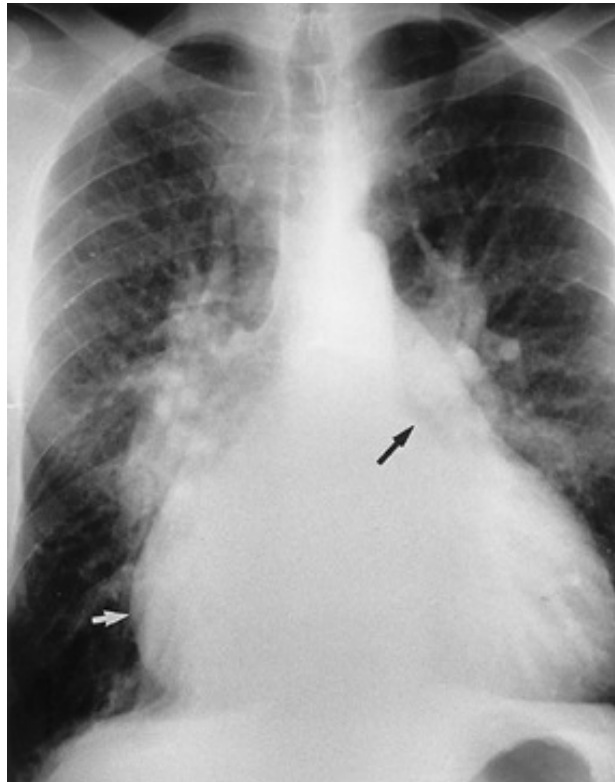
Radiographie thoracique de face montrant un RM serré avec aspect en double contour. [10]
